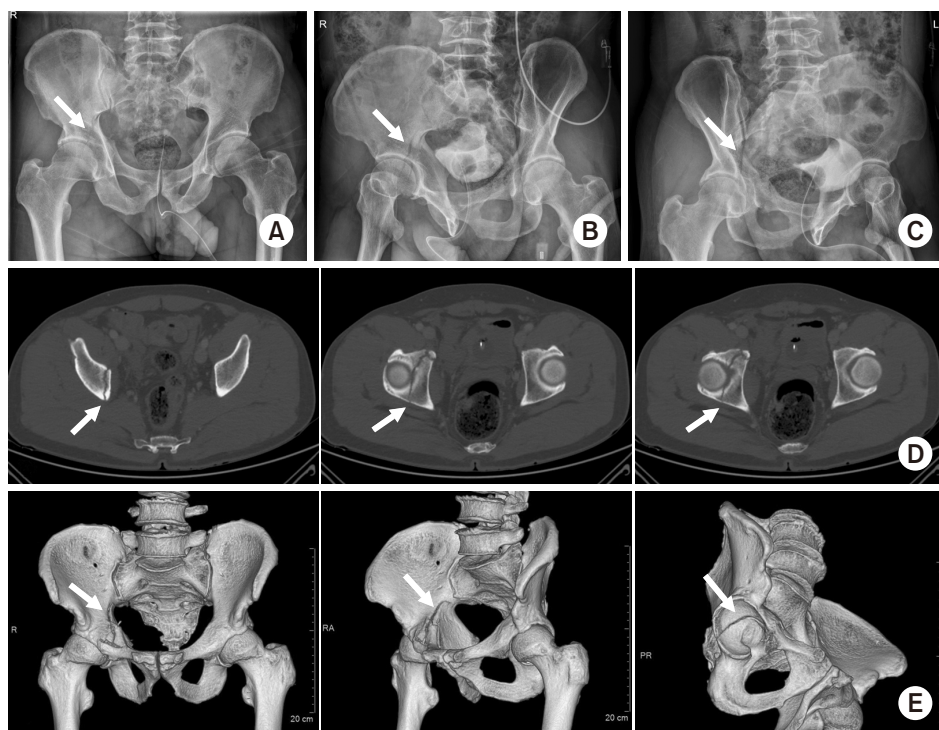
(A-C) Pelvis radiographs showing minimally displaced fracture of the right acetabulum (arrows). (A) Anteroposterior view. (B) Iliac oblique view. (C) Obturator oblique view. (D, E) Computed tomography scan of the pelvis showing minimally displaced fracture of the right acetabulum (arrows). (D) Coronal images. (E) Three-dimensional reconstruction images.
